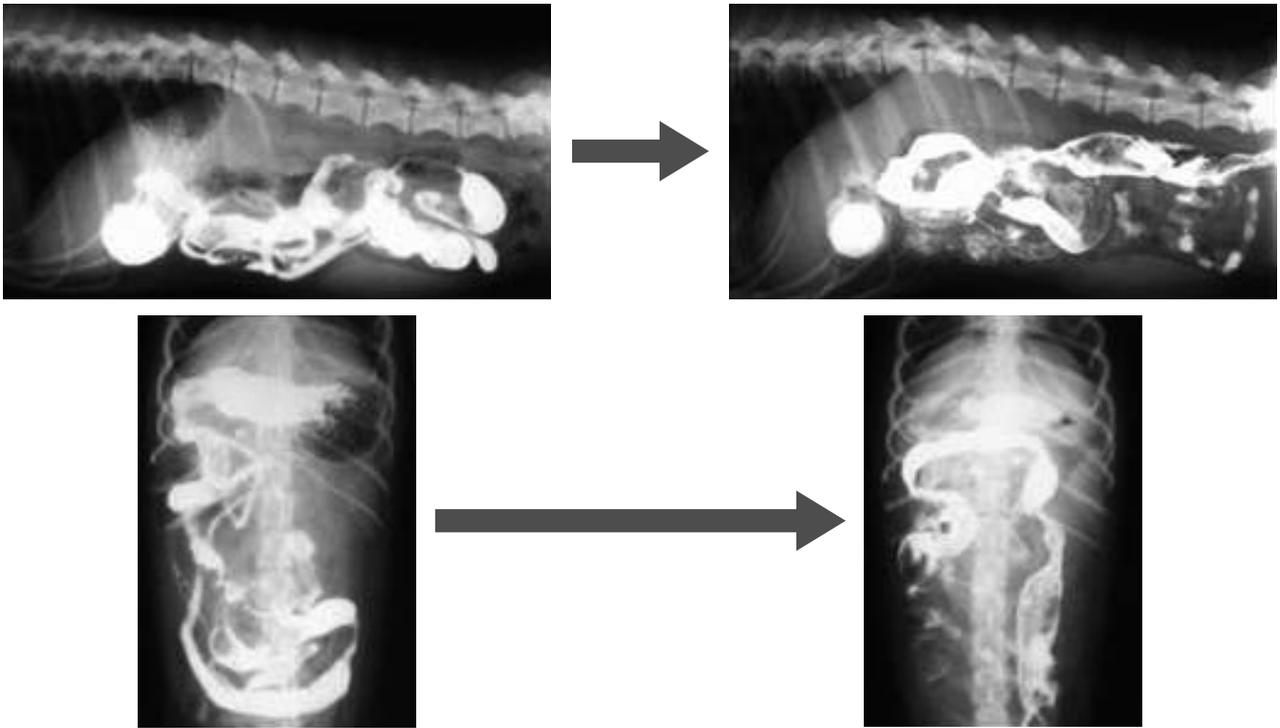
症例1の腹部造影X線シリーズ (左：15分後 → 右：5時間後)
